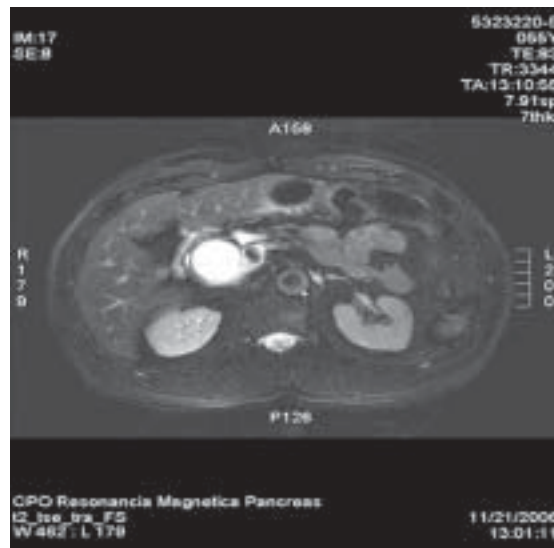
Resonancia magnética de páncreas que muestra compresión y dilatación del conducto pancreático.
